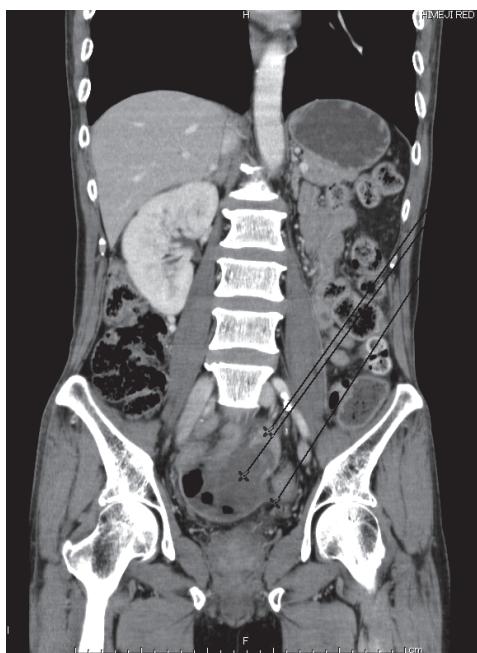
腹部造影CT 小腸もしくは小腸憩室が破綻して、内容物が腸間膜内へ穿破していると疑われた。
